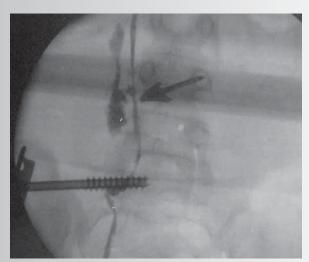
Рентгенография брюшной полости с контрастированием правого мочеточника: затек контрастного вещества
